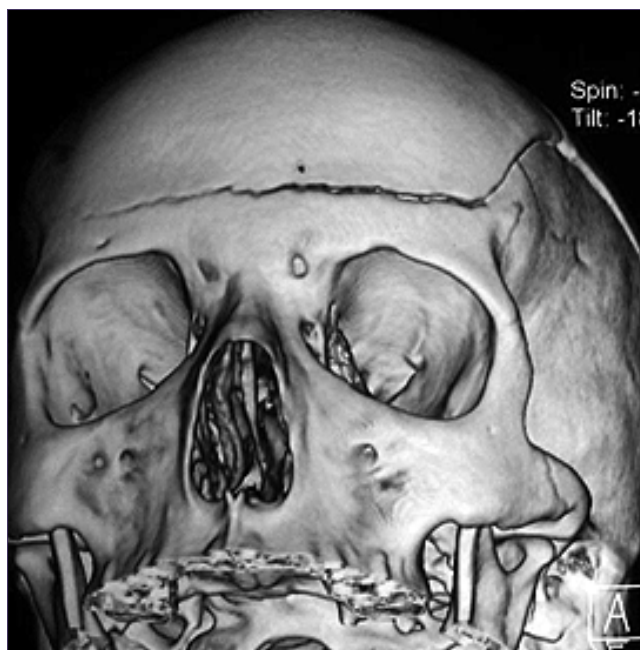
CT scan of the skull with reconstruction showing extensive skull fracture.
